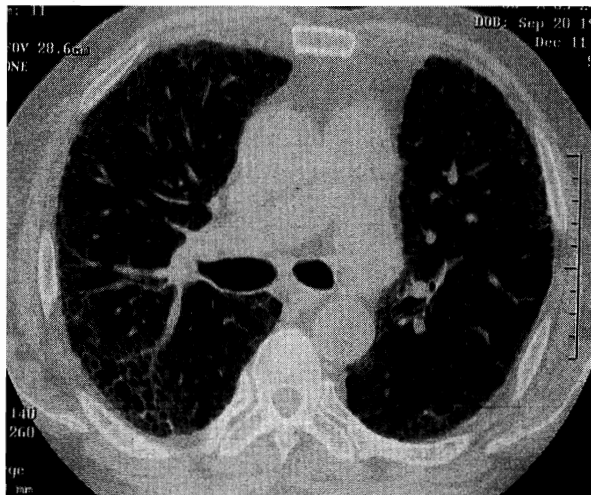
特发性肺纤维化的胸部 HRCT 改变
